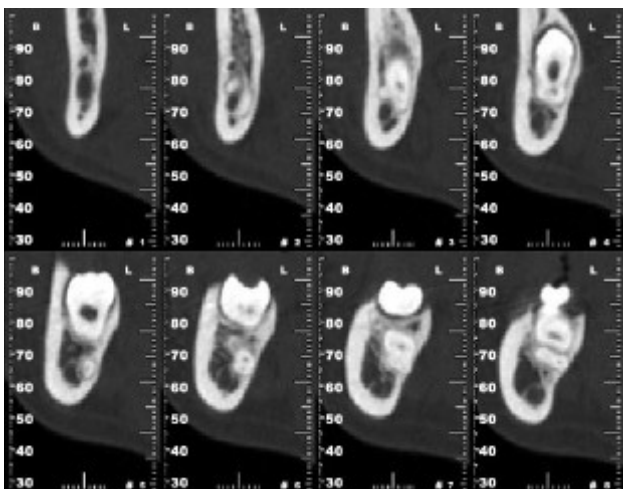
Cortes Sagitales TC Mandibular.
